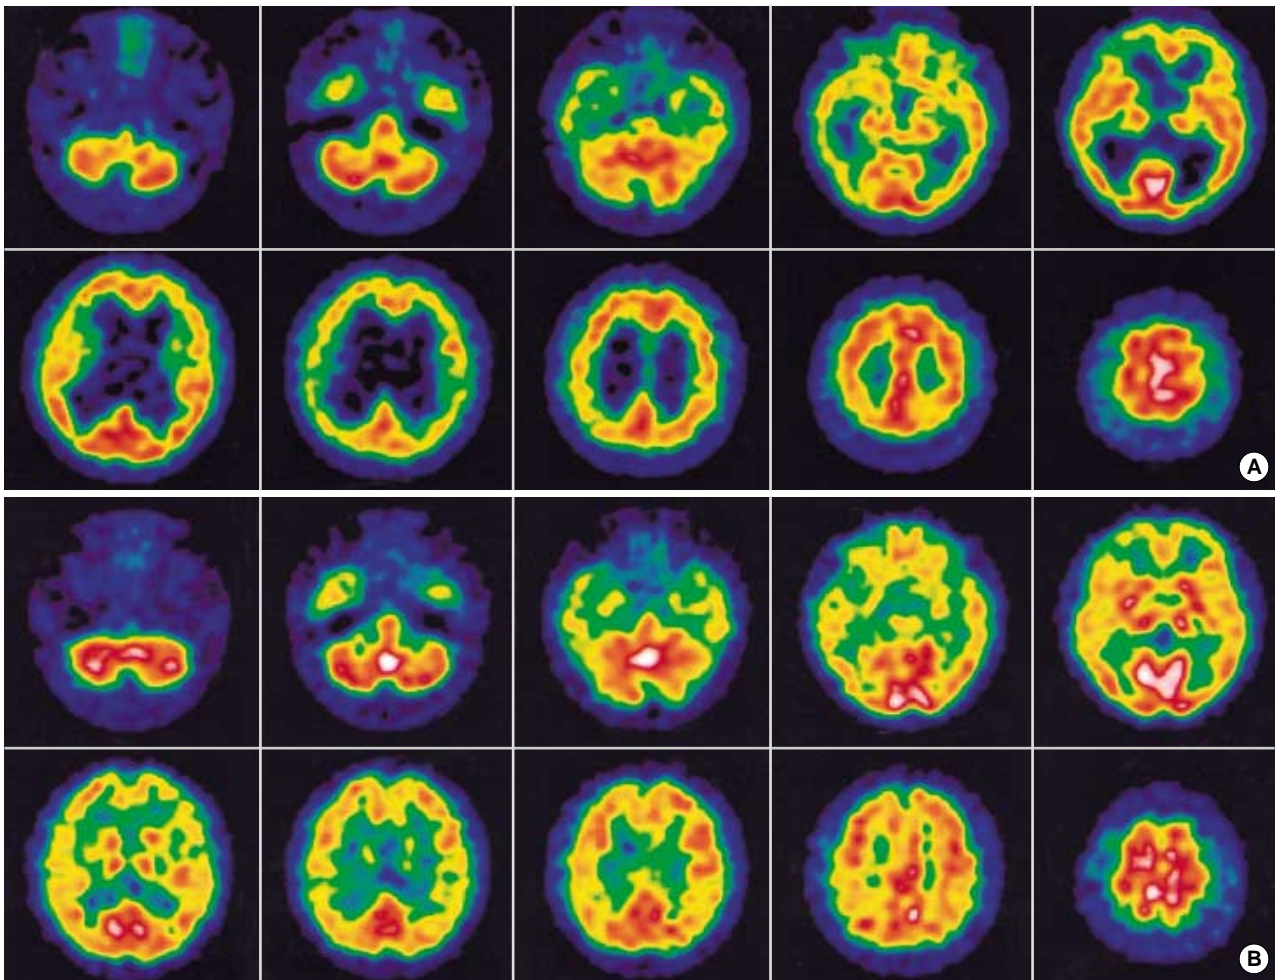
Brain perfusion SPECT using Tc-99m HMPAO. A: Brain SPECT before shunt operation showed diffusely decreased perfusion in the cerebral cortex and deep white matter. B: Brain SPECT after shunt operation showed improved perfusion, especially in both subcortical areas.
